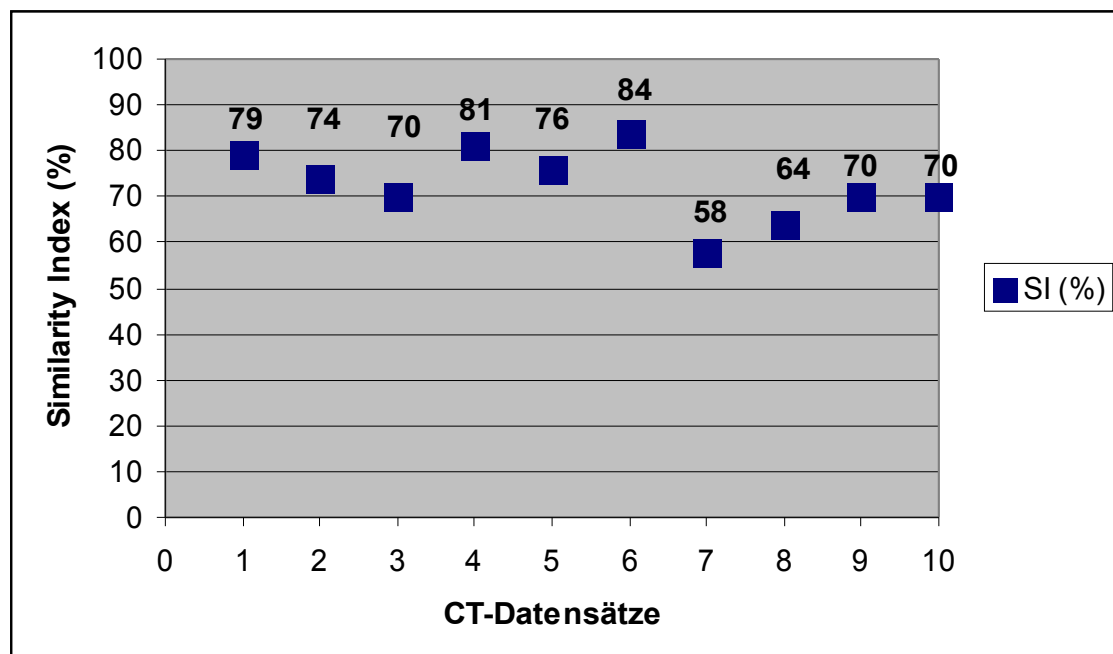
Similarity Indices der jeweiligen CT-Datensätze bei Zielvolumengenerierung mit den 16 Landmarken des Landmarkensatzes I im Vergleich zum manuell konturierten Referenzvolumen
